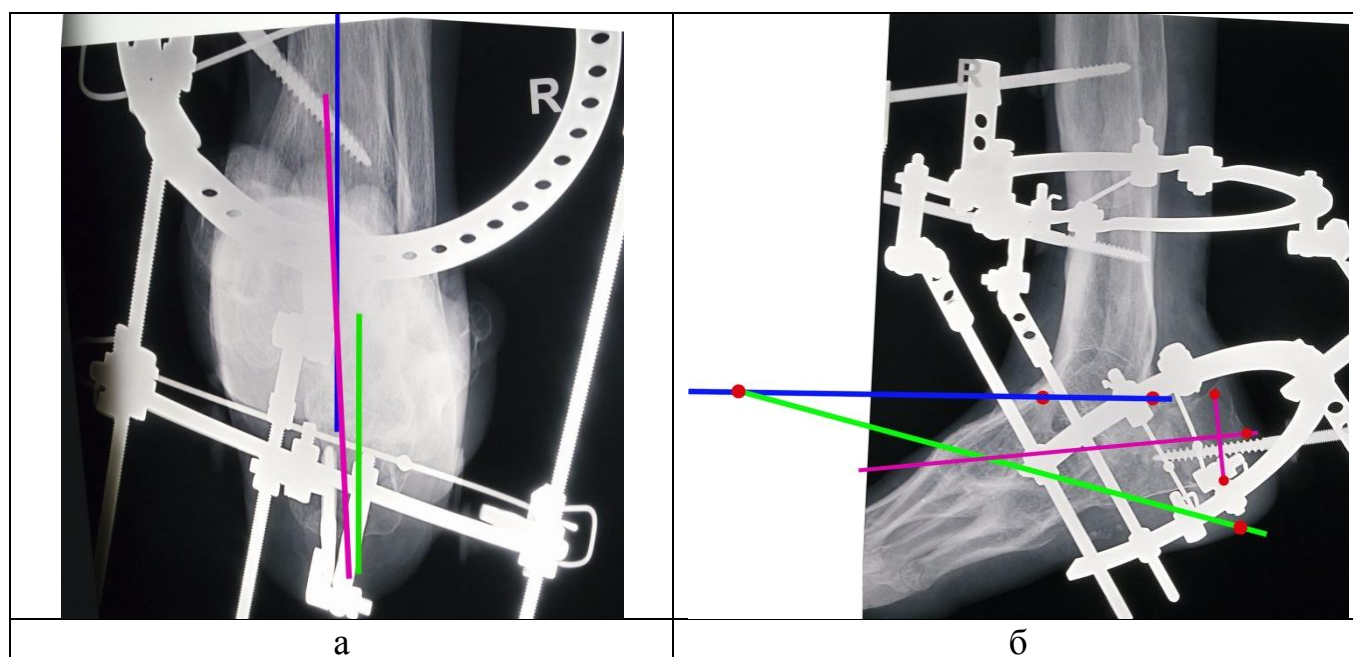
Рентгенограммы пациента Ж. до коррекции в аксиальной (а) и боковой (б) проекциях;
